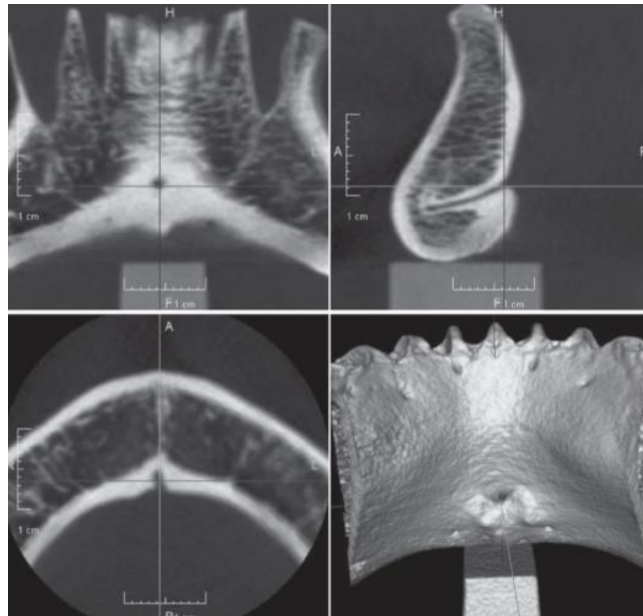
Visualisation d'un MLC sur les coupes coronale, sagittale et axiale et sur une reconstruction en trois dimensions de CBCT (49)
